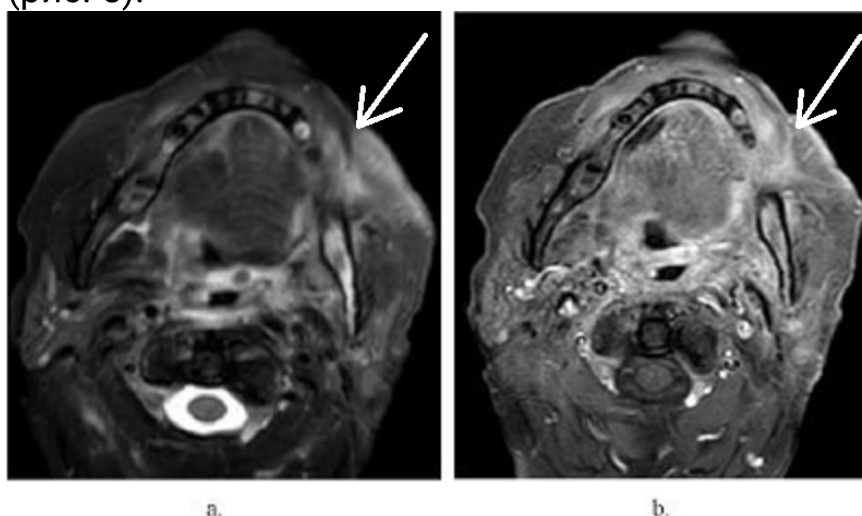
МРТ-изображения 51-летнего пациента с плоскоклеточным раком нижней челюсти. А — аксиальное T2-взвешенное изображение с подавлением сигнала от жировой ткани. Б — T1-взвешенное изображение с подавлением сигнала от жировой ткани после внутривенного контрастного усиления.
